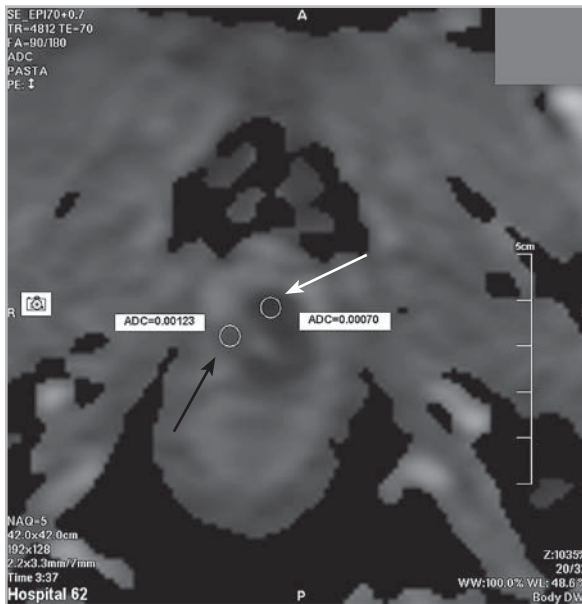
Магнитно-резонансные томограммы: ИКД-картирование области цистоуретрального анастомоза. Минимальное значение ИКД в «зоне интереса» в левой передней стенке анастомоза = $0,70 \times 10^{-3} \text{ мм}^2/\text{с}$ (белая стрелка), а в неизмененном участке правой стенки анастомоза = $1,23 \times 10^{-3} \text{ мм}^2/\text{с}$ (черная стрелка)
